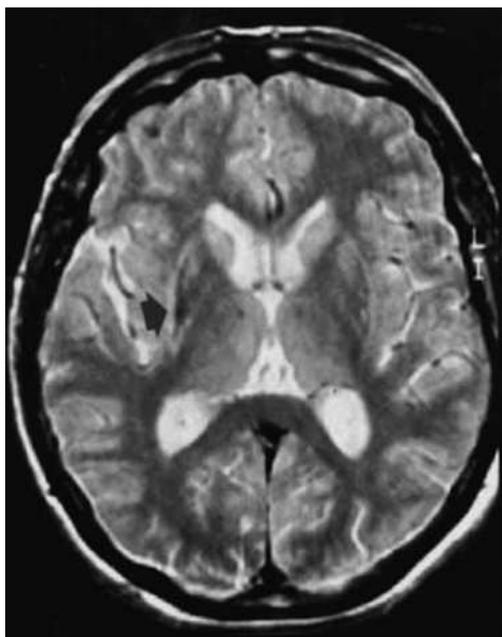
МРТ головного мозга в T2-взвешенном изображении пациента с мультисистемной атрофией: атрофия скорлупы, гиперинтенсивный ободок (стрелка) вокруг нее и ее гипоинтенсивность по сравнению с бледным шаром.
